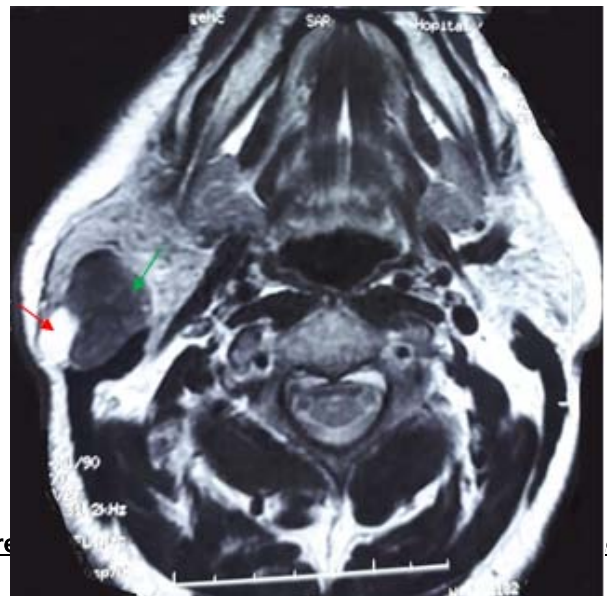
IRM parotidienne en coupe axiale en séquence T1, montrant une formation polylobée à contours réguliers, au dépend du lobe superficiel et profond de la parotide droite, à double composante ; une composante tissulaire (flèche verte) prédominante, une composante liquidienne (flèche rouge) en hyposignal.
